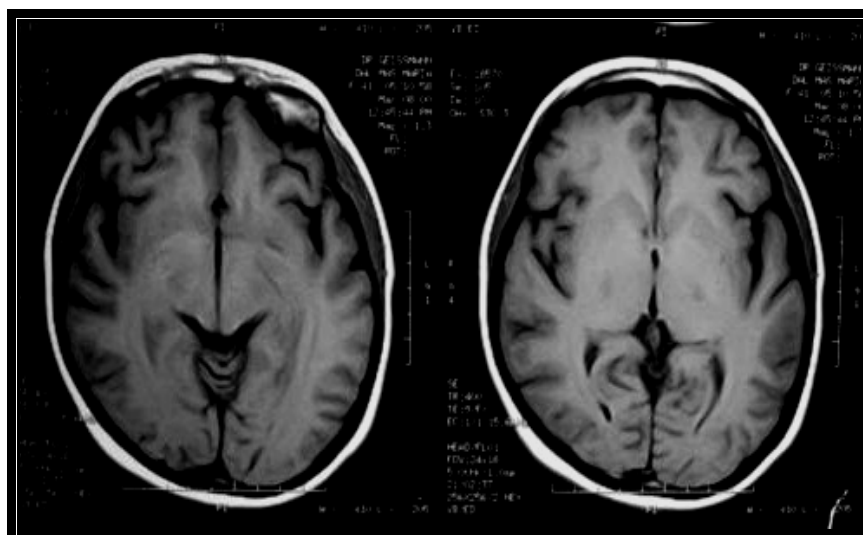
RM do crânio Axial SE T1 no plano dos núcleos da base. Aspecto normal.
